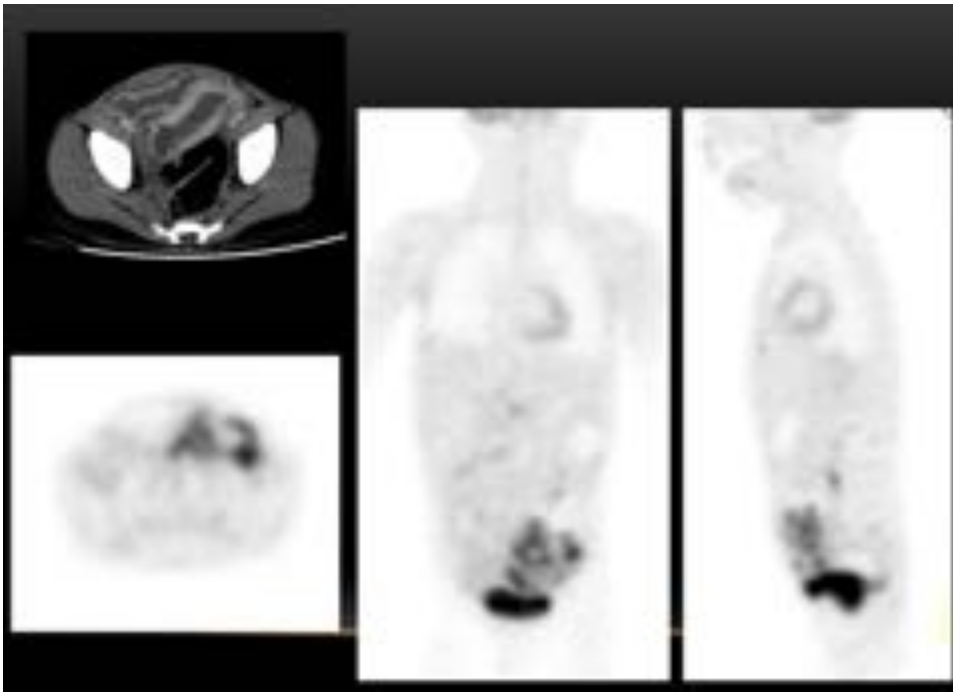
Caso clínico 3 (linfoma de Burkitt). Imágenes de PET, las zonas más oscuras se corresponden con los focos hipercaptantes sugestivos de malignidad.
